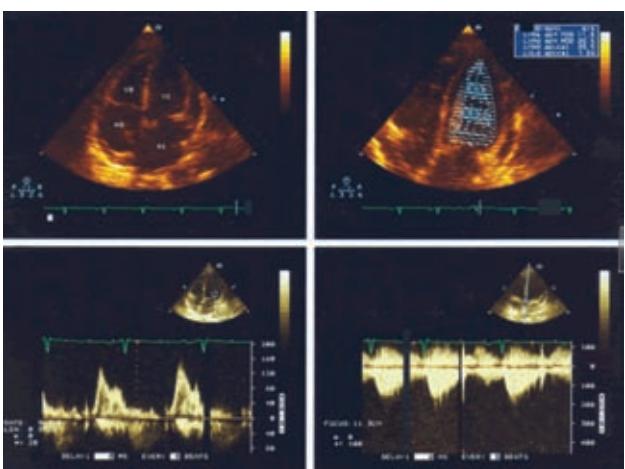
Ecocardiograma de control a su egreso.
